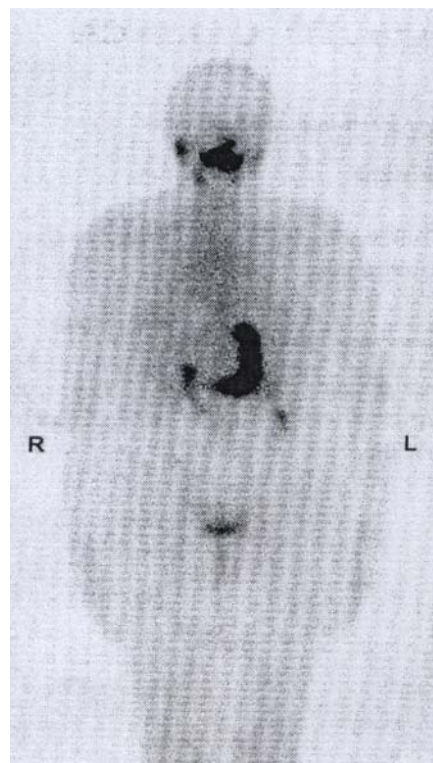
Сцинтиграфия ЩЖ ^{123}I у больной Р. через год после операции, патологического накопления радиофармпрепарата нет.
